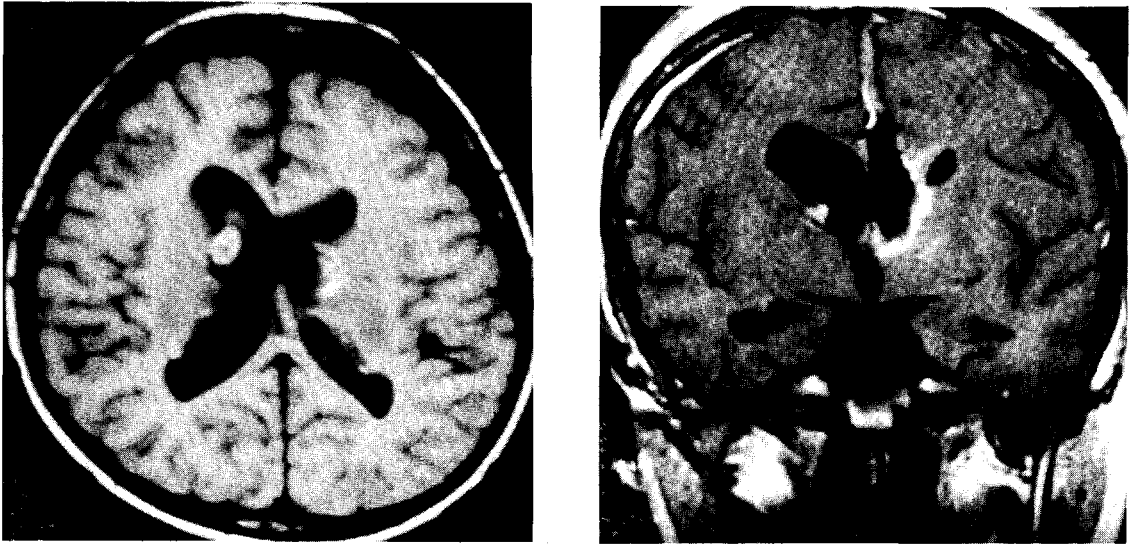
The Mass was removed totally on postoperative MRI.
